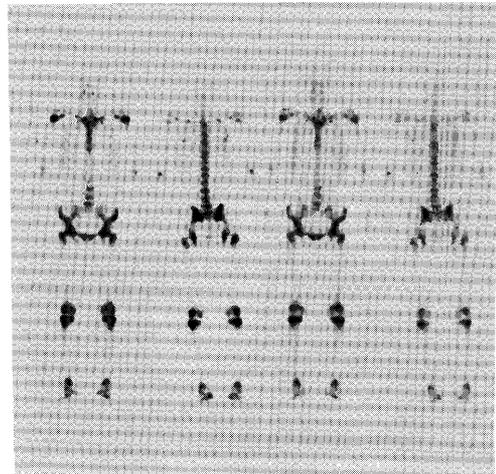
Bone scintigrams with Tc-99m MDP show increased uptake at epiphyseal areas of extremities.
